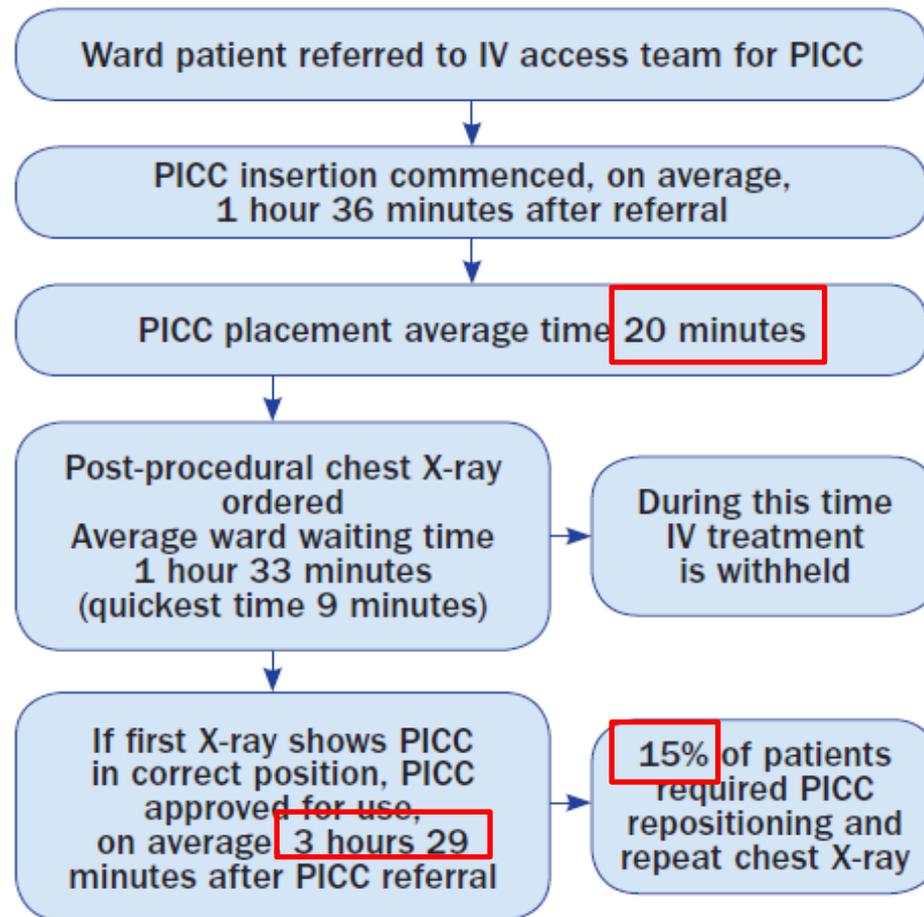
Ward PICC placed and tip position checked with post-procedural X-ray (2011). IV=intravenous, PICC=peripherally inserted central catheter
